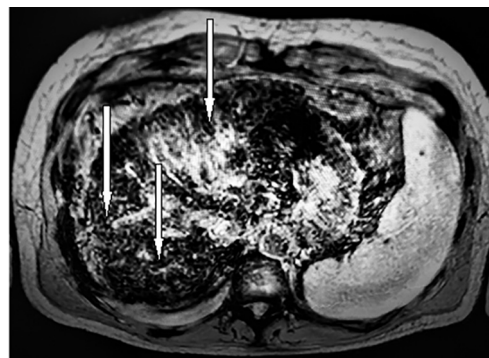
Визуализированные при помощи МРТ введенные клеточные структуры. Стрелками указаны места фиксации клеток
